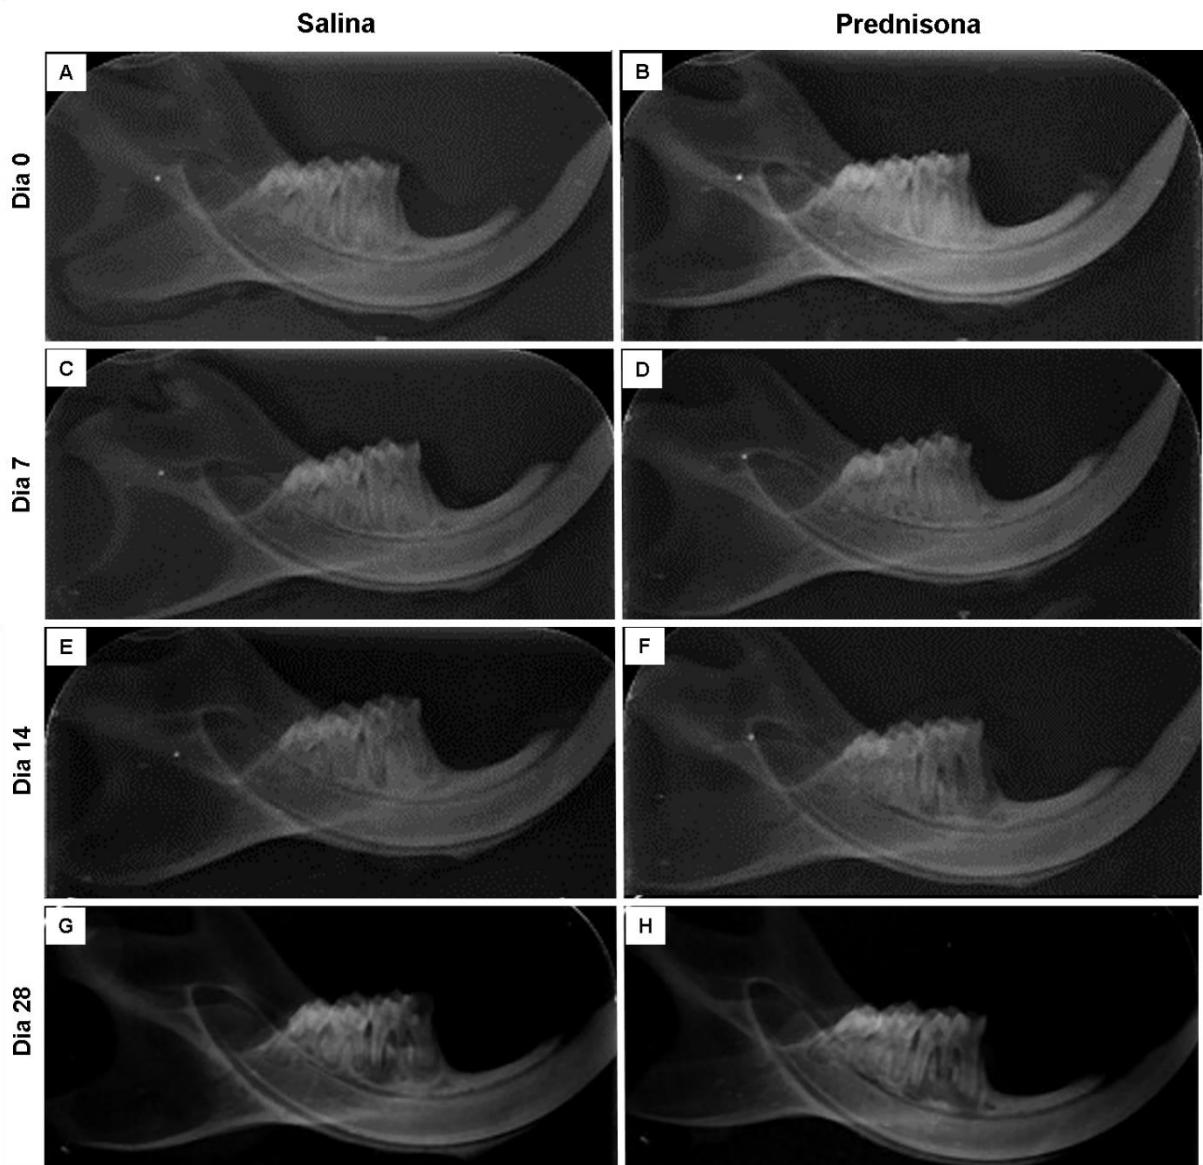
Aspectos radiográficos das áreas da lesão periapical dos animais tratados com salina (A,C,E e G) ou prednisona (B, D, F e H), nos dias 0, 7, 14 e 28.
